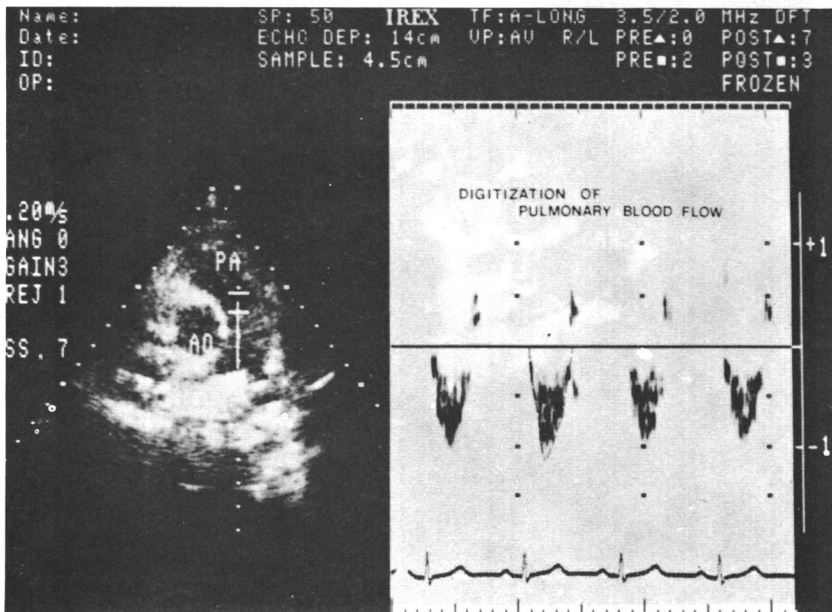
Parasternal short axis view of pulmonary artery with sample volume in the main pulmonary artery. Systolic pulmonary velocity is displayed away from the transducer. Dashed lines indicate area under curve integrated. (PA: Pulmonary Artery, AO: Aorta)
